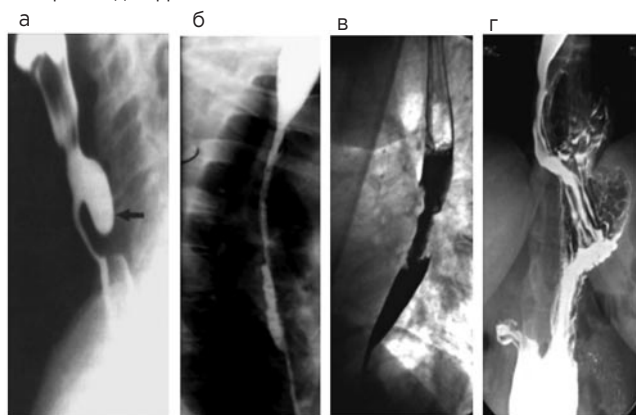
Рентгенография пищевода: а, б – фазы тугого наполнения, в – фаза рельефа слизистой.
